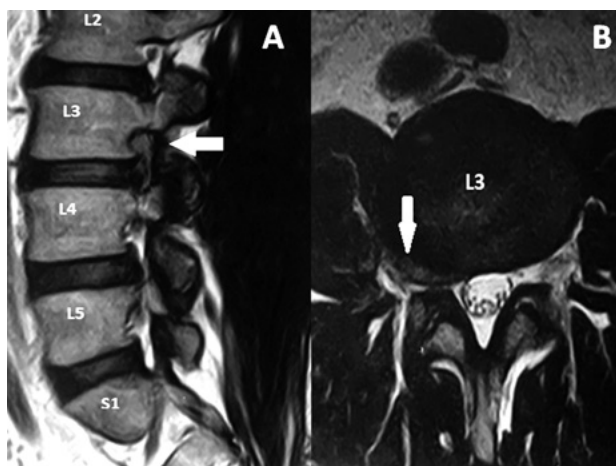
RM sagital y axial del caso ilustrativo.
